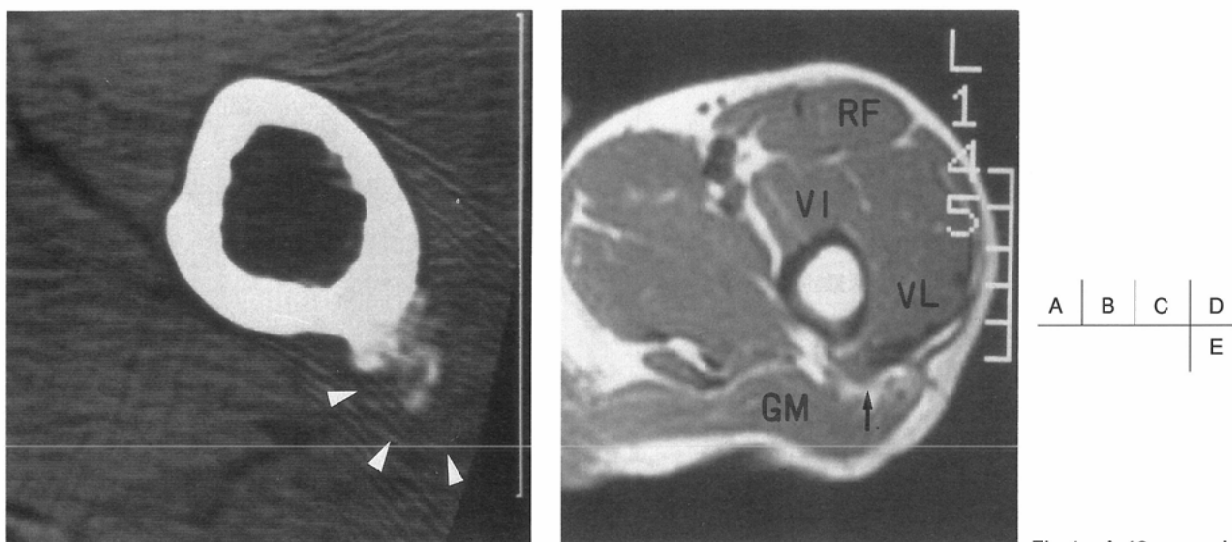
A 48-year-old male. Calcific tendinitis of the gluteus maximus tendon (A) Anteroposterior radiograph shows cortical erosion of the lateral surface of the left proximal femur (arrow head) with an amorphous calcification in the adjacent soft tissue. (B) Lateral radiograph shows full extent of the calcification along the gluteus maximus tendon. (C) CT shows focal amorphous calcification at the insertion of the lateral intermuscular septum (arrow heads). (D, E) Both T1-weighted (SE 600/20) and T2-weighted (SE 2000/80) images show focal thickening of the lateral femoral intermuscular septum (arrow). GM : Gluteus maximus muscle VL : Vastus lateralis muscle VI : Vastus intermedius muscle RF : Rectus femoris muscle
